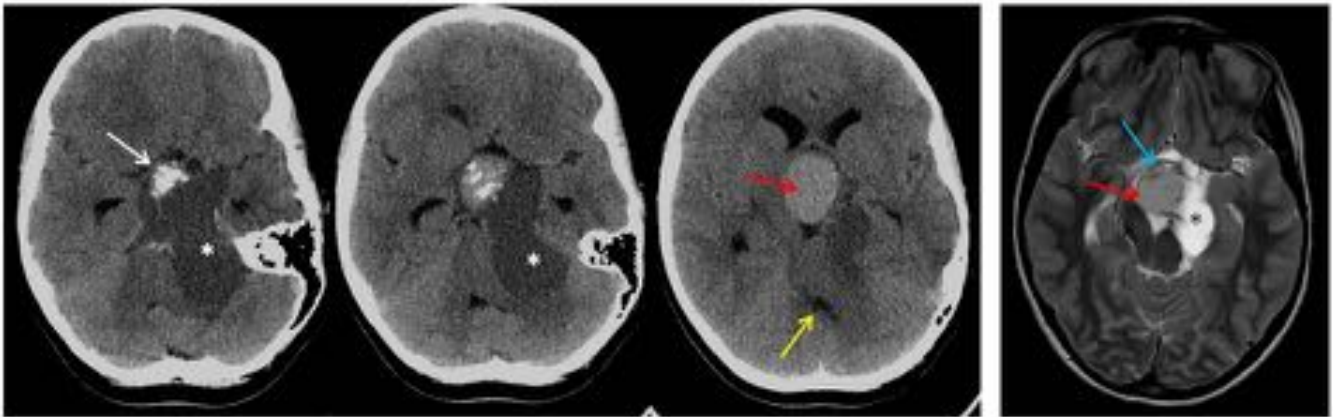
Varón de 12 años, cefalea y trastornos visuales. TC: calcificaciones tumorales (flecha), parte quística tumoral (*) que se extiende a fosa posterior con compresión parcial del IV ventrículo (flecha amarilla). RM: diferentes señales por la consistencia sólida (flecha azul) y quistes de diferente señal (flecha roja en RM y TC, *).
